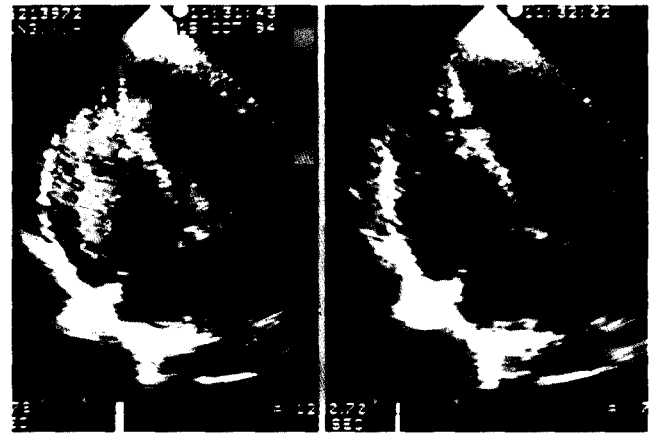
Preoperative Echocardiogram shows muscular interventricular septal defect near the apex and Tricuspid regurgitation.
